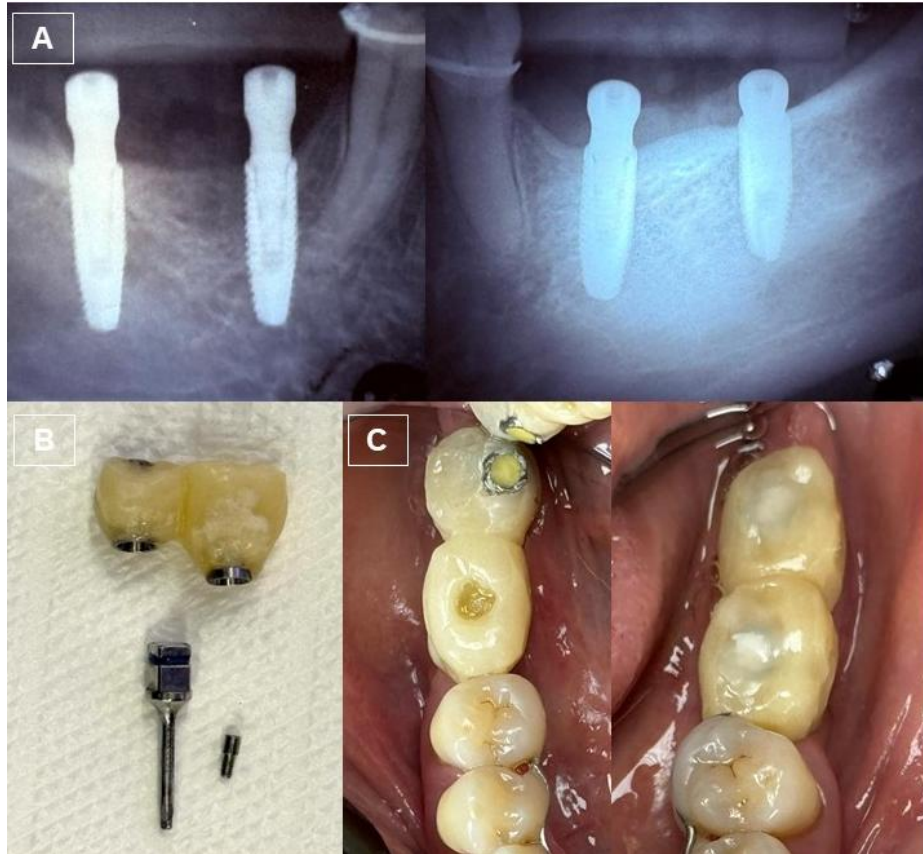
A) Radiografia periapical dos implantes instalados na região posterior mandibular; B) Provisório em resina acrílica após acabamento e polimento; C) Provisórios instalados sobre os implantes.
